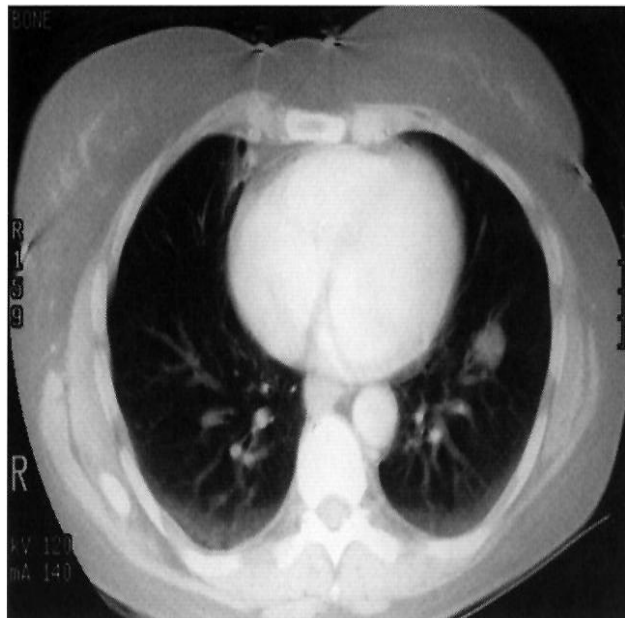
CT TORACIC: IMAGINE HIPERDENSĂ (< 2CM) LOCALIZATĂ LA NIVELUL LIS (T1N0M0)
